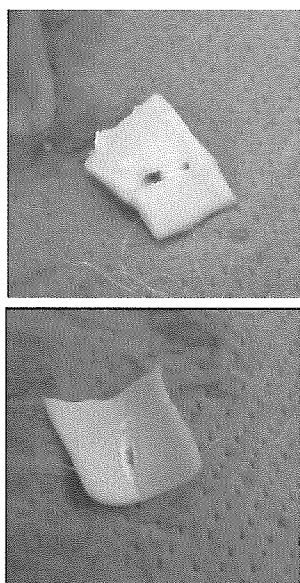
44T-T71 4410、レベル5、3秒の超音波振動（上：外壁側、下：内壁側）
